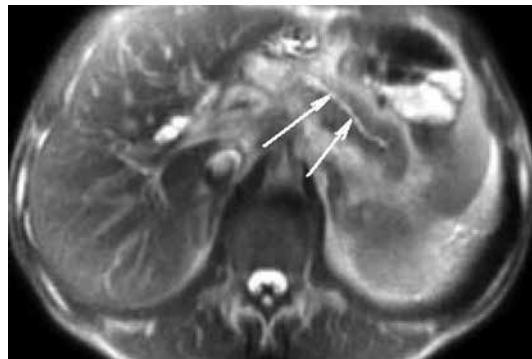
МРТ пациентки З., 47 лет, с рецидивирующей болью в верхнем этаже живота. T2-ВИ в аксиальной плоскости. В области тела и хвоста ПЖ визуализируются расширенный до 5 мм ГПП и эктазированные боковые ветви первого порядка (стрелки).
